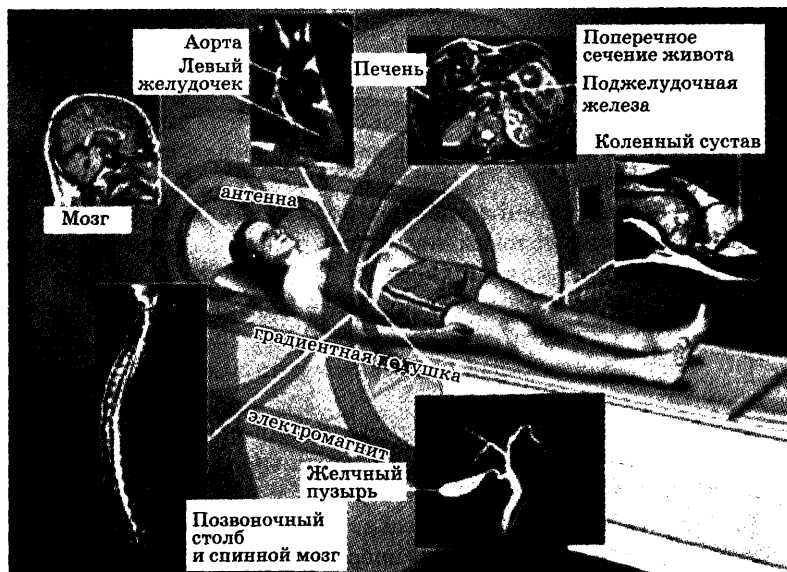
МРТ-обследование
